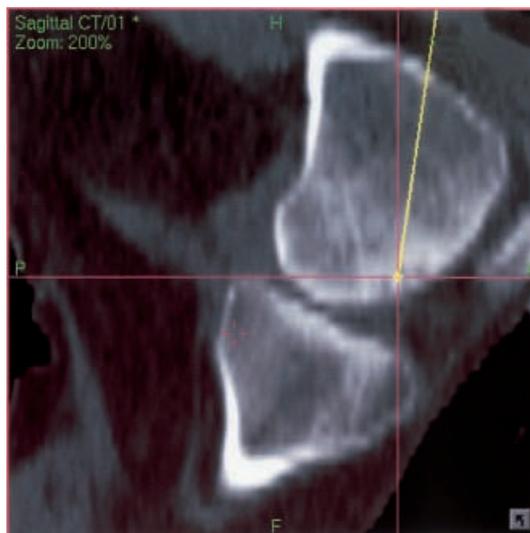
◀ Zielpunktdefinition am sagittalen Schnittbild nach 3D-Rekonstruktion des CT-Bilddatensatzes durch das Navigationssystem; Vergr. 200:1
